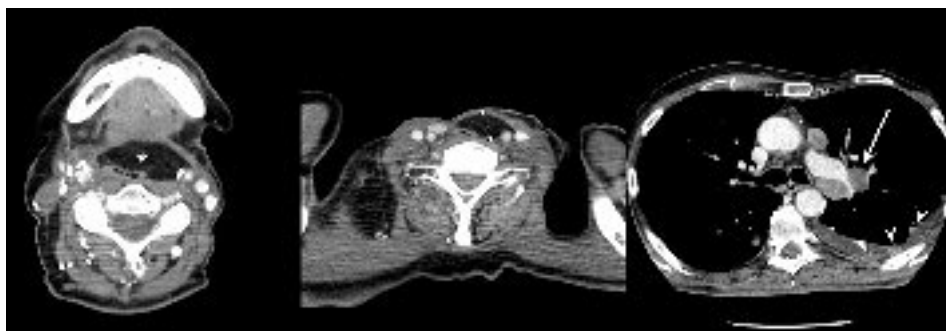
Esiti di faringo-laringectomia totale con ricostruzione con lembo peduncolato mio-cutaneo di gran pettorale sn. Controllo TC a 2 anni dall'intervento. Si riconosce completa sostituzione adiposa del lembo che appare omogeneo per densità senza aree sospette per recidiva (asterisco). L'estensione della scansione al torace mette in evidenza linfadenopatia mediastinica e ilare polmonare sinistra (freccia) nonché localizzazioni di malattia a livello pleurico, anche associate a versamento pleurico omolaterale (punte di freccia).
